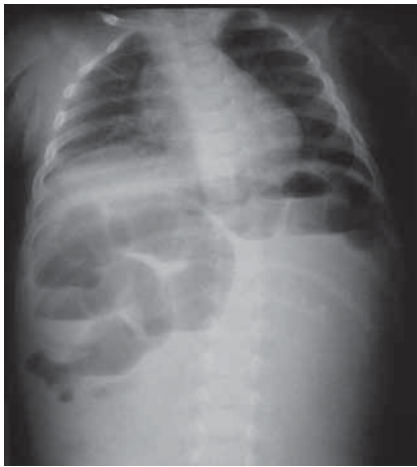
Обзорное вертикальное рентгенологическое исследование органов брюшной полости и грудной клетки.
